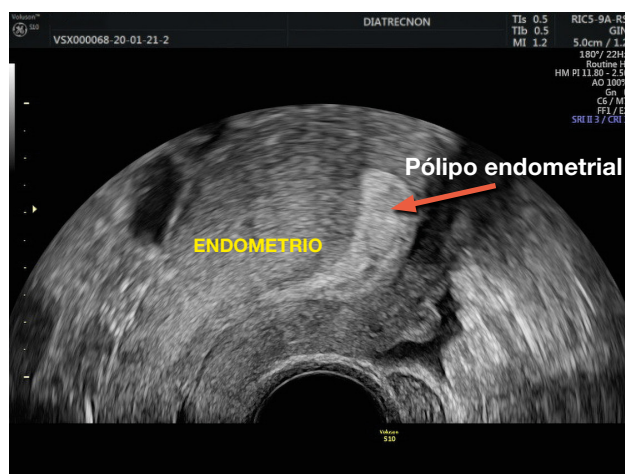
Imagen de ultrasonografía transvaginal que muestra un pólipo endometrial.
